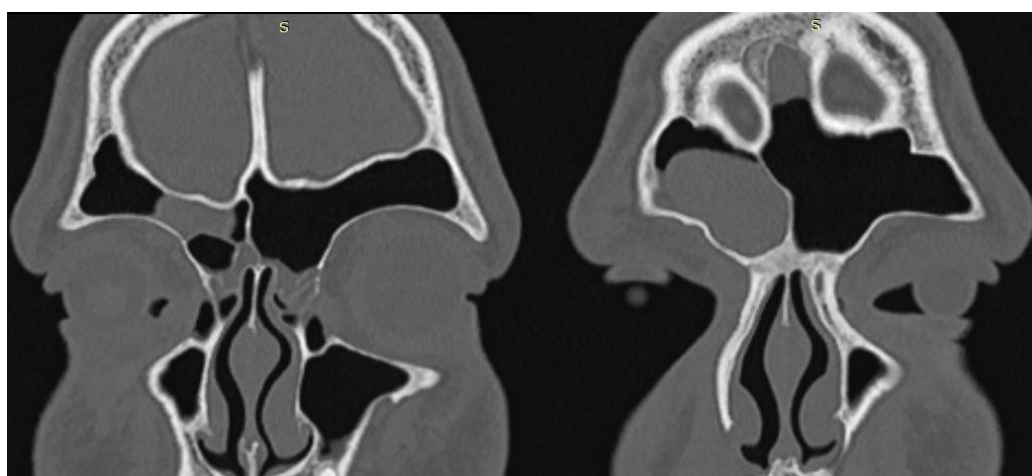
Данные КТ ОНП пациента К. с хроническим аэросинуситом до лечения
